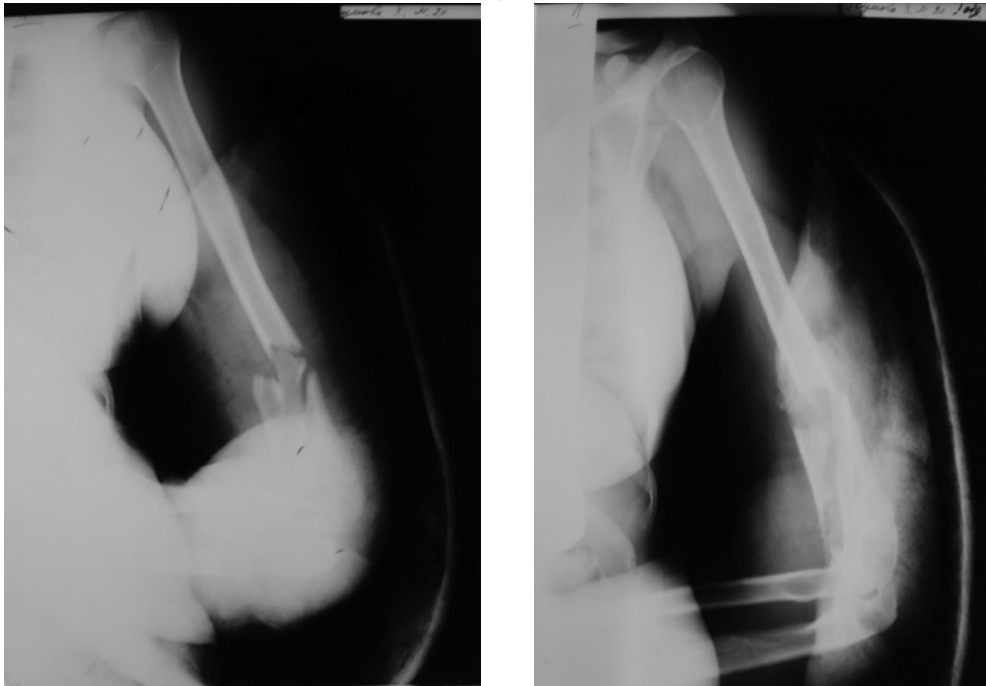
Рентгенограммы правого плеча.
